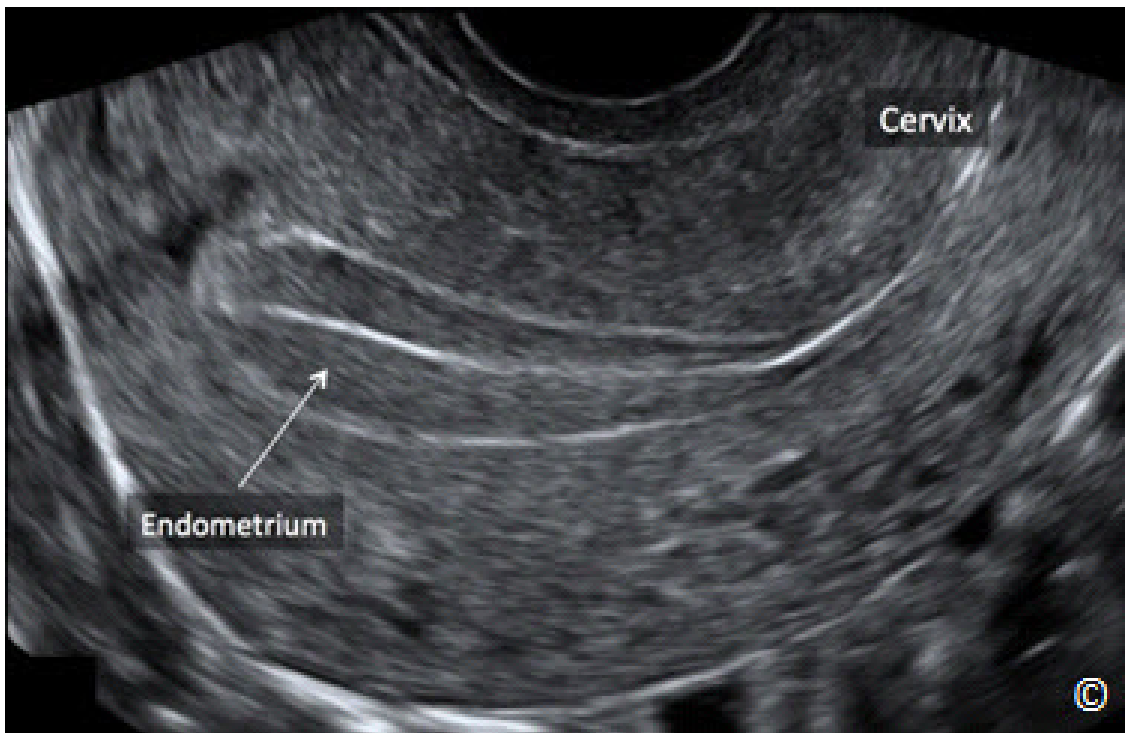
Ultrasonido transvaginal en una vista sagital del útero a finales de la fase proliferativa el ciclo menstrual, cerca de la ovulación. Obsérvese el engrosamiento acentuado del endometrio trilaminar (rotulado). El cérvix está etiquetado para la orientación de la imagen. La imagen es cortesía del Dr. Bernard Benoit.
